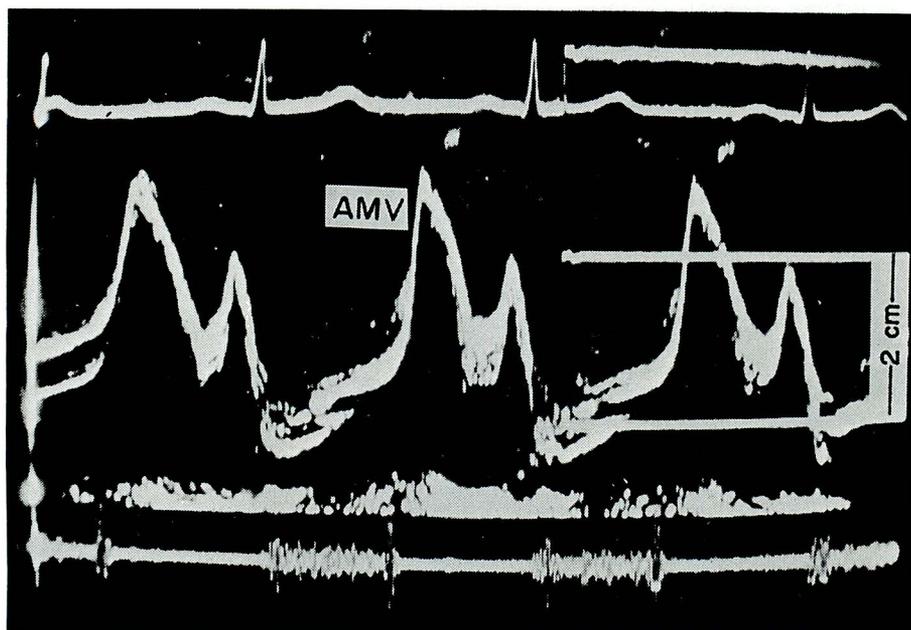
Echocardiogram in a patient with rheumatic mitral regurgitation
